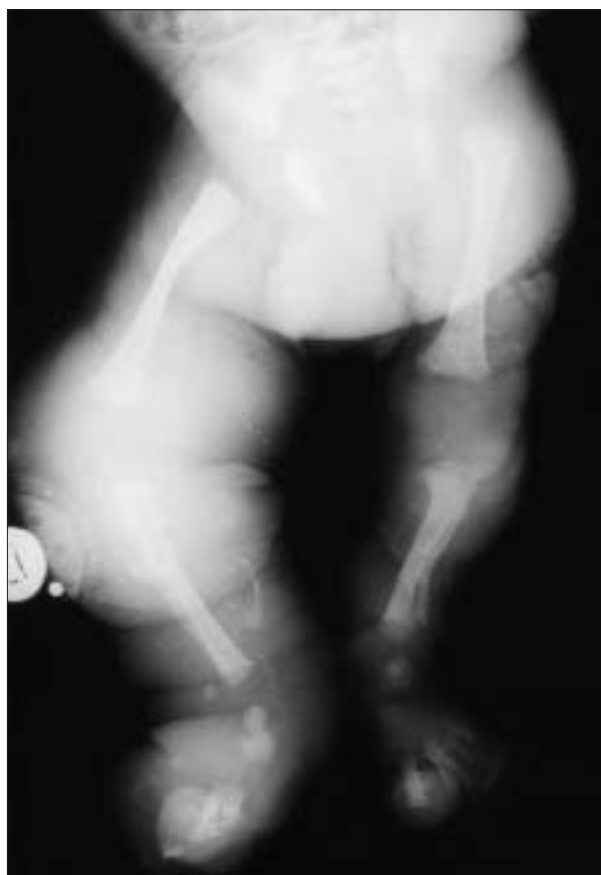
Radiografía comparativa de ambas piernas, en la que se aprecia un discreto alargamiento óseo de la izquierda (caso 3).
